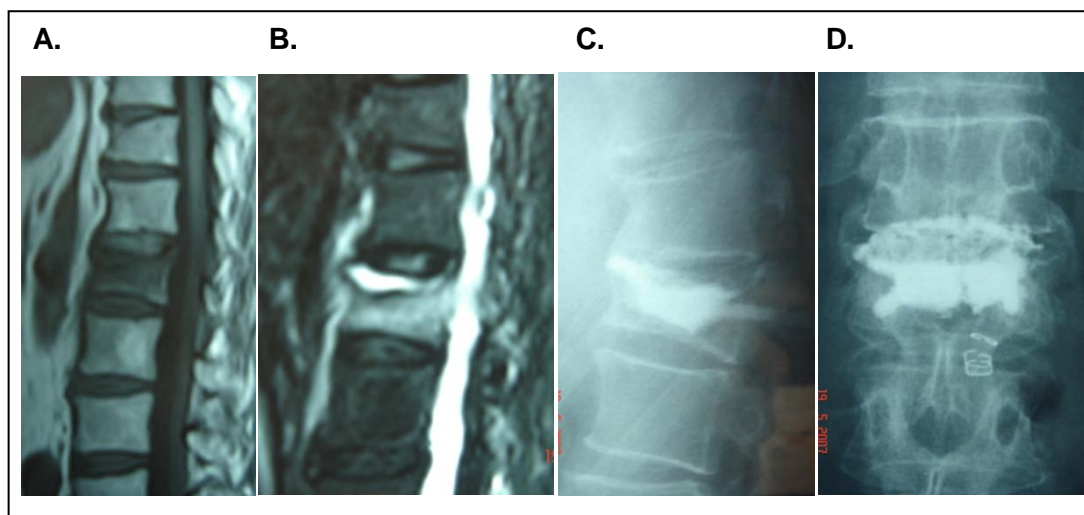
Varón de 76 años que presenta una fractura de L1. Se inicia tratamiento médico-ortopédico que no da resultado y a los 3 meses de la lesión tiene un dolor grave (EAV: 10p) con gran impotencia funcional que le dificulta incluso para la deambulaci3n. Se realiza CP percutánea y el paciente mejora espectacularmente a las 24 horas con una EAV de 2 puntos que se mantiene al final del seguimiento. CyB: RM T1 y T2. C.yD: CP L1 con PMMA.
